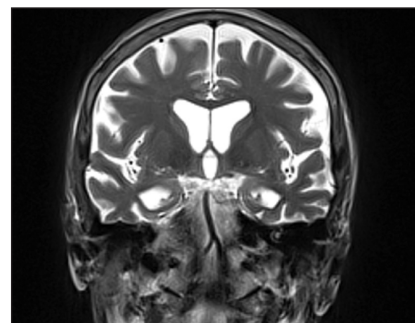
МРТ головного мозга пациентки Р., 59 лет: отсутствие признаков атрофии медиальных отделов височных долей
